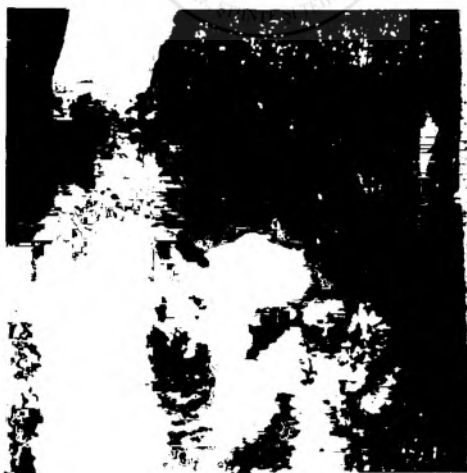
Radiografie de ansamblu a esofagului, stomacului, duodenului și jejunului inițial. Esofagul toracic este dilatat iar zona cardio-frenică îngustată; corpul gastric și antrul sînt strîmțate tuneliform. Aspect de megaesofag, stenoza parțială a reg. cardio-esofagiene și cancer gastric.
